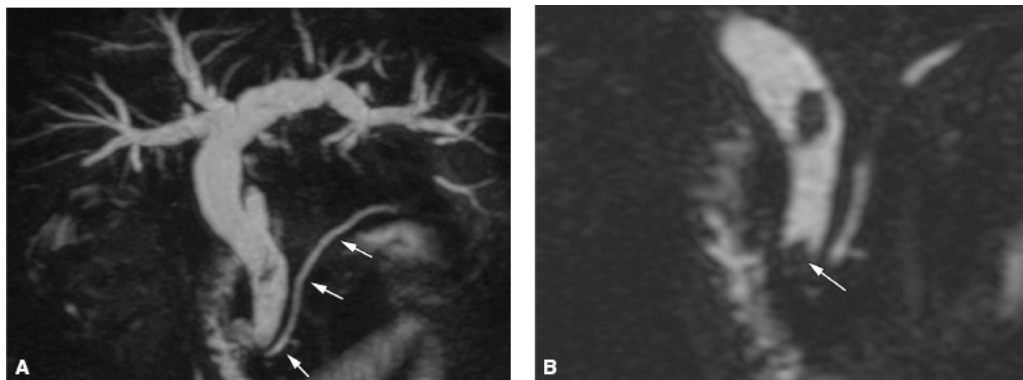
Colangiografia por ressonância magnética. A. Reconstrução em projeção de intensidade máxima (MIP) coronal mostrando dilatação do colédoco e árvore biliar intra-hepática, a qual, na imagem coronal fina (B), mostra cálculos no colédoco, um deles impactado em seu terço distal, próximo à papila (*seta*). Em A, fica evidenciado que o ducto pancreático principal está com calibre normal e pérvio (*setas*).
